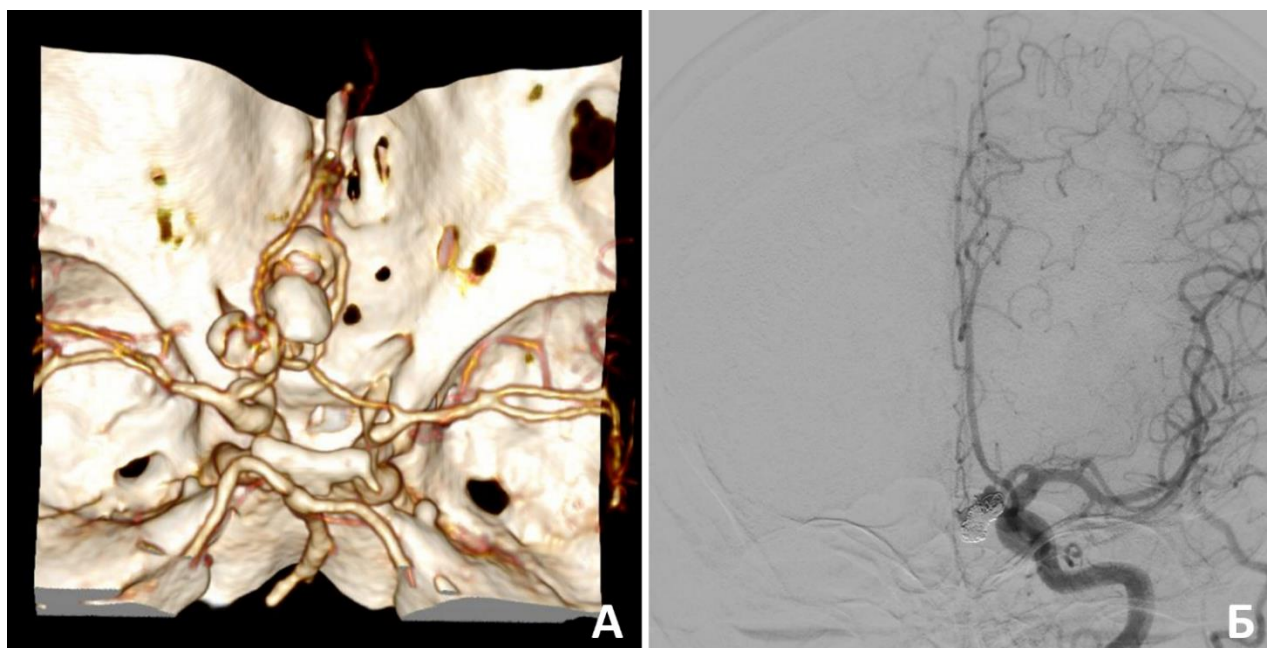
Эндоваскулярное лечение гигантской частично-тромбированной аневризмы при разрыве спустя 12 лет после укрепления. А – КТ-ангиография до эмболизации; Б – контрольная ЦАГ через 6 месяцев после эмболизации, частичная реканализация аневризмы
